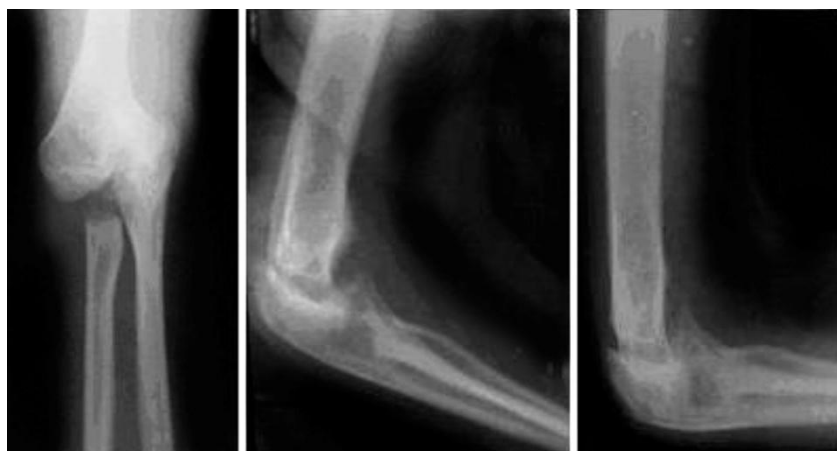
Рентгенограммы больного С., 18 лет, при поступлении
